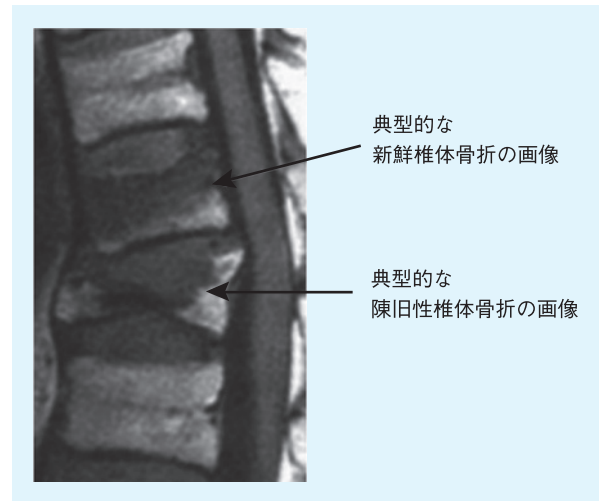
MRI(T1強調画像)による椎体骨折診断判定の例(文献157より引用)
